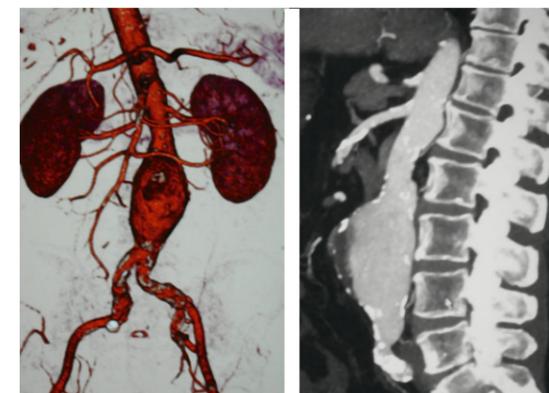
CT des BAA in 3D-Darstellung (a) und sagittal (b)
